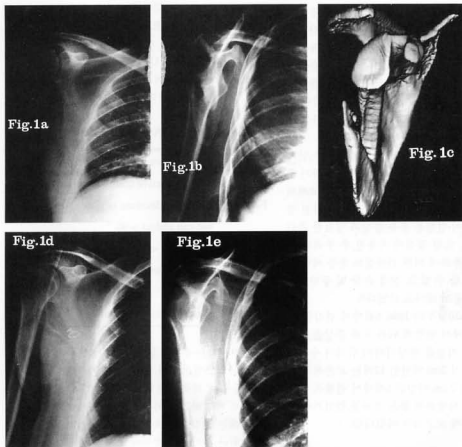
The initial anteroposterior X-ray film showing marked shortening of length.
